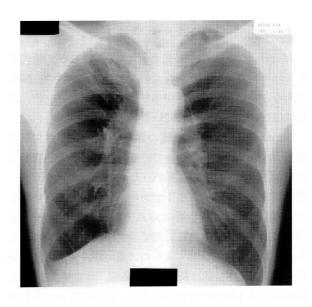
A chest radiograph after anti-mycobacterial therapy for twelve months revealing no right upper lobe infiltrate. Large bullae were left in the right upper lobe.
